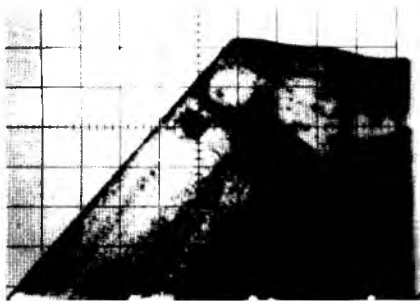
Tabloul ultrasonografic al miomului uterin cu localizarea nodulului submucos.
